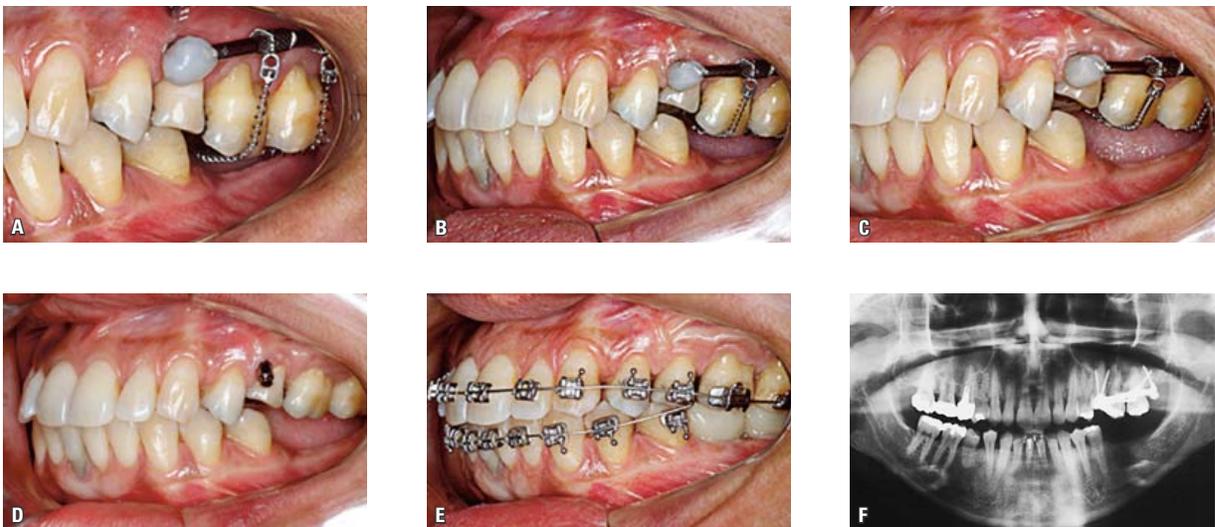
Progresso da intrusão: A) início da aplicação de forças intrusivas, 7 dias pós-corticotomias; B) dois meses após o começo da mecânica intrusiva; C) quatro meses em tratamento; D) cinco meses após a realização das CAS, quando as barras metálicas fundidas foram removidas; E) paciente com provisórios sobre implantes osseointegrados substituindo os elementos 36 e 37, perdidos precocemente. F) Radiografia panorâmica mostrando o nivelamento do plano oclusal superior.
